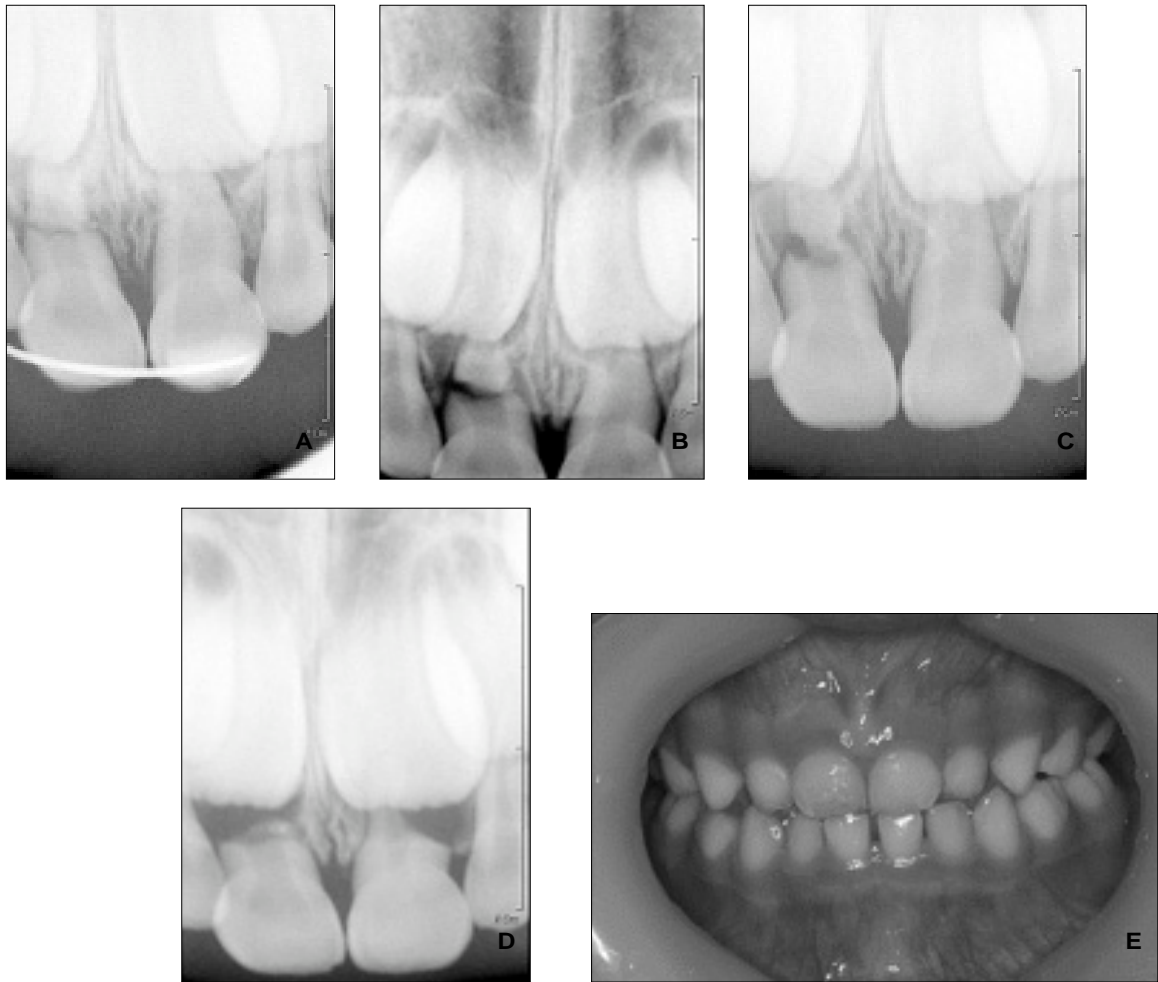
Periapical views after treatment(A: 2 weeks, B: 8 weeks, C: 12 weeks, D,E: 8 months).
